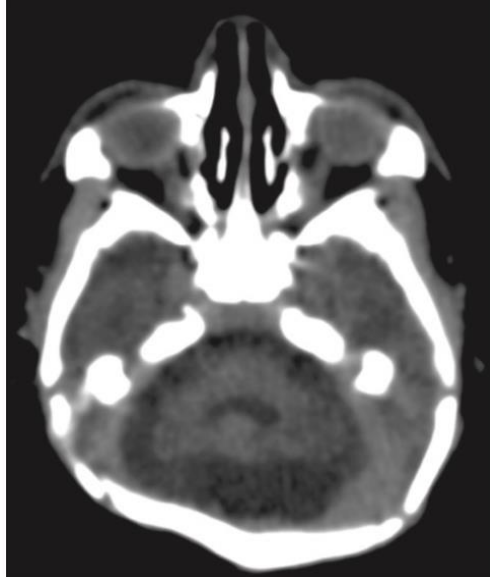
TC sem contraste mostrando hipoplasia cerebral. Fonte: Petribu, NCL, 2017.
